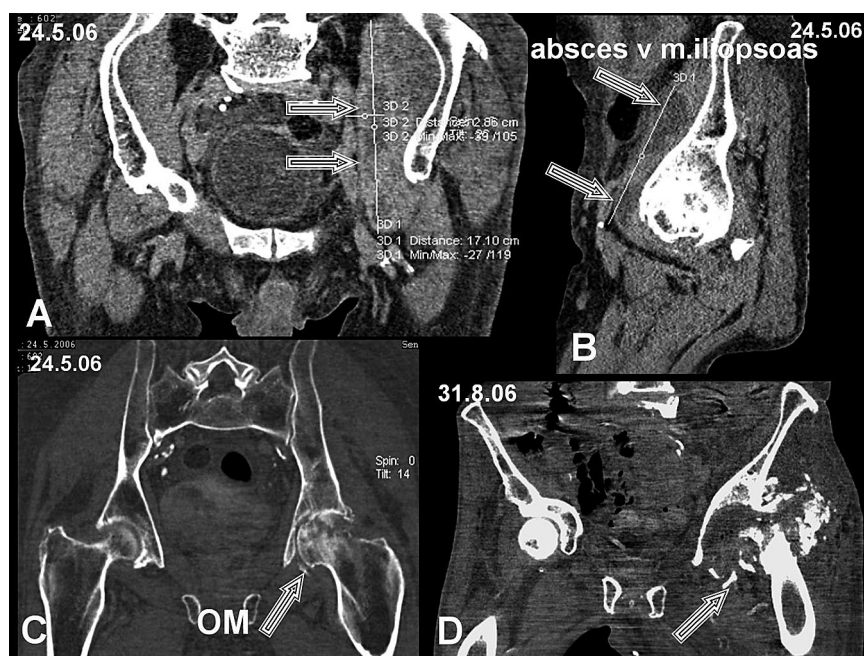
(v tabulce pacient č. 1). Muž 59 roků, CT vyšetření.
